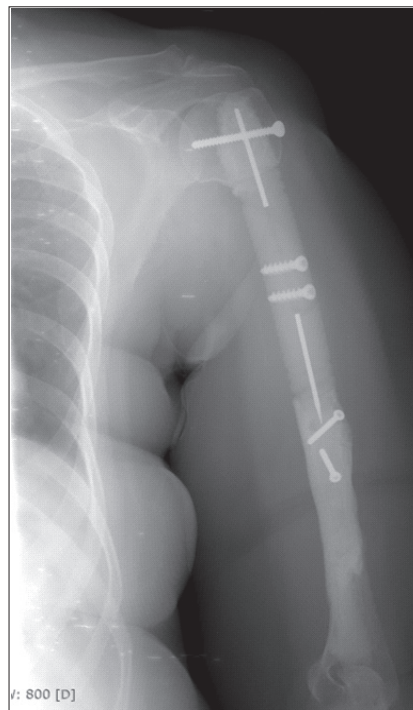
Рентгенография диафизарного эндопротеза левой плечевой кости после замены дистальной ножки эндопротеза. Дистальная ножка эндопротеза блокирована 2 винтами. Прямая проекция
